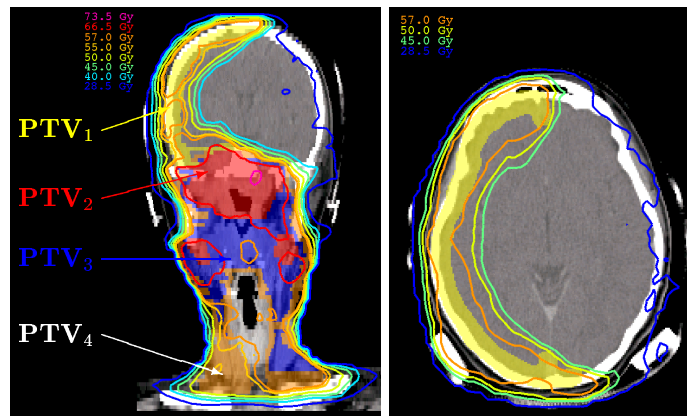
Lymphoepitheliales Karzinom: Koronal- (links) sowie Transversalschnitt (rechts) durch den Schädel eines Patienten. Den CT-Schnitten überlagert sind die 4 Zielvolumina ($PTV_1 \dots PTV_4$) sowie die resultierende Dosisverteilung für den 4-fachen SIB IMRT-Bestrahlungsplan (10 Felder).
